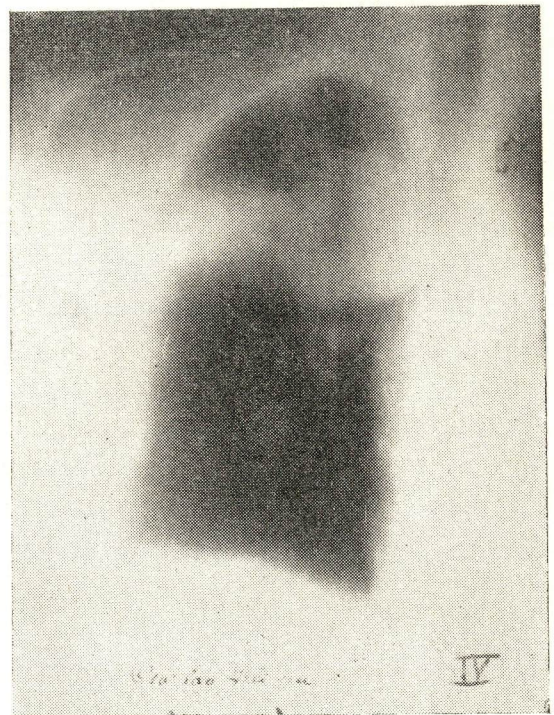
Tomografia P. A. mostrando tumor arredondado com faixa de atelectasia segmento lobu superior. (22-9-58).
